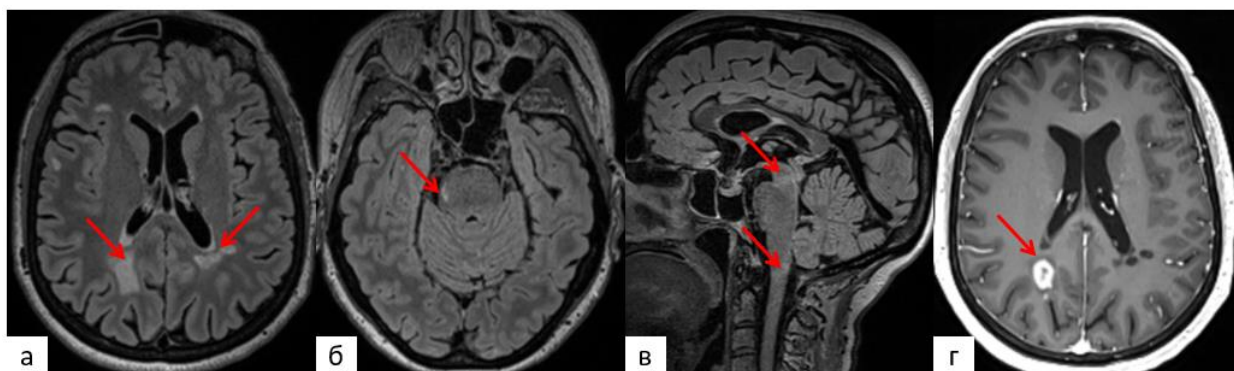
МРТ головного мозга в режимах T2 FLAIR (а, б, в) и T1 после введения КВ (г) у пациентки с РС, при которой определяются очаги демиелинизации характерной локализации (стрелки), в том числе, с накоплением КВ (г).
